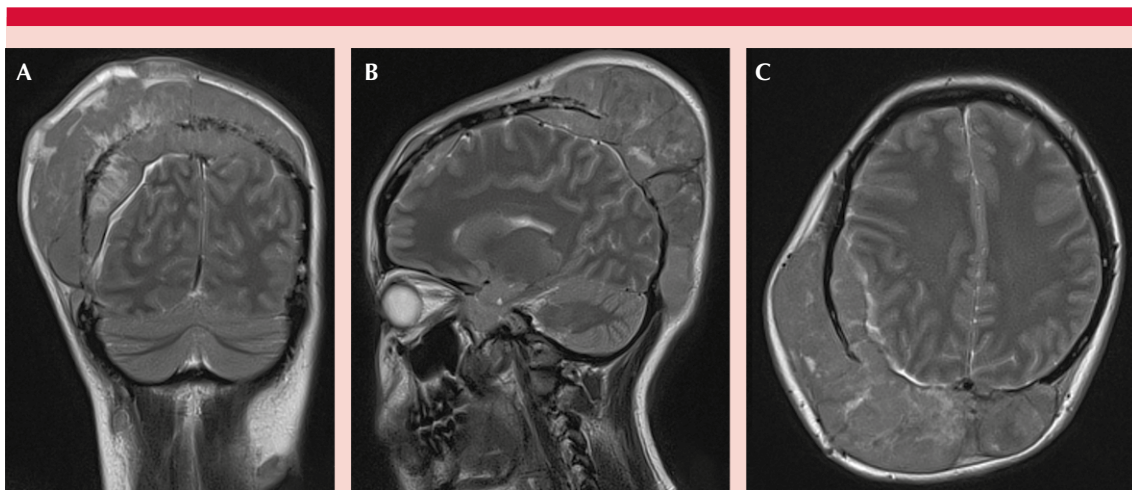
Resonancia magnética de cráneo que muestra hiperintensidad en secuencia T2. A. Corte coronal: lesión que cruza la línea media desde la región fronto-parietal derecha hacia la parietal izquierda. B. Corte sagital: región occipital y parietal derecha. C. Corte axial: en secuencia T2 se evidencia daño cráneo y meníngeo sin invasión al parénquima cerebral.
